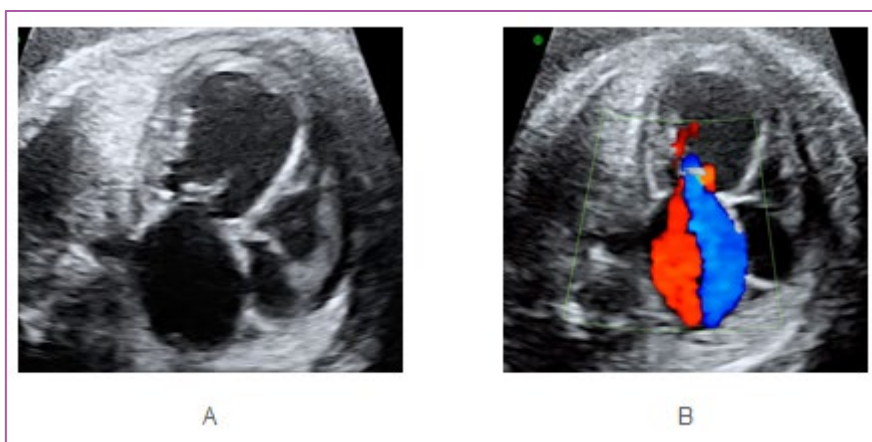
ESTENOSIS AÓRTICA. TRACTO DE SALIDA IZQUIERDO. A: MODO B; B: DOPPLER COLOR; C: DOPPLER ESPECTRAL, TRES VASOS; D: MODO B; E, DOPPLER COLOR
